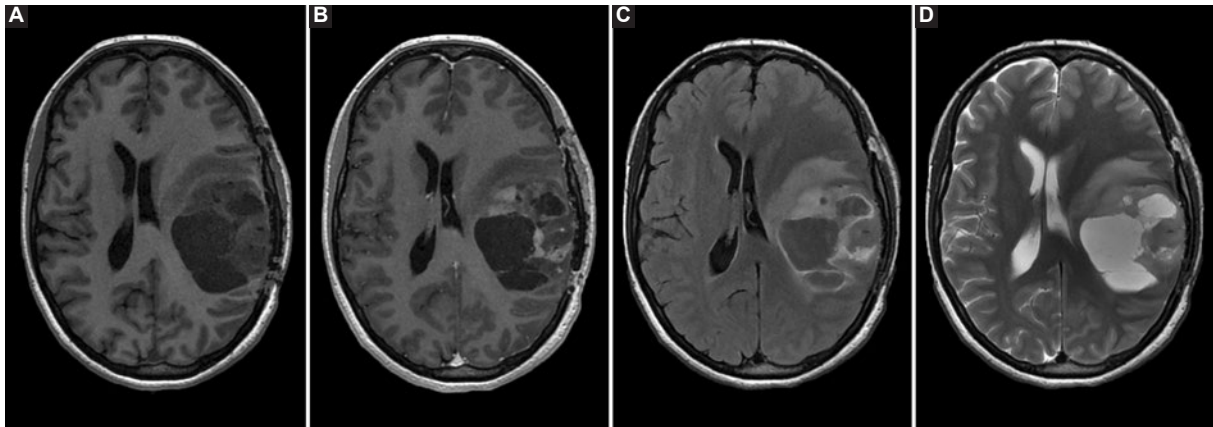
Técnicas de resonancia magnética convencional utilizadas en la evaluación de tumores cerebrales (en este caso un glioblastoma). A: T1-sin contraste; B: T1-contrastada; C: FLAIR; D: T2.
